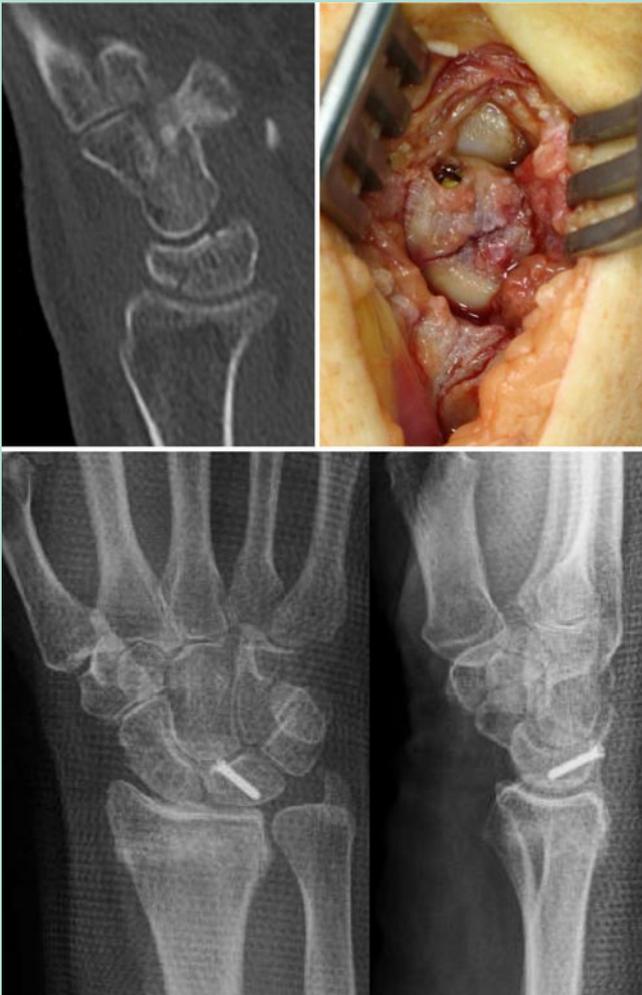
▲ Schrägfraktur des Lunatumkorpus, intraoperativer Situs und postoperative Röntgenbilder nach Verschraubung
